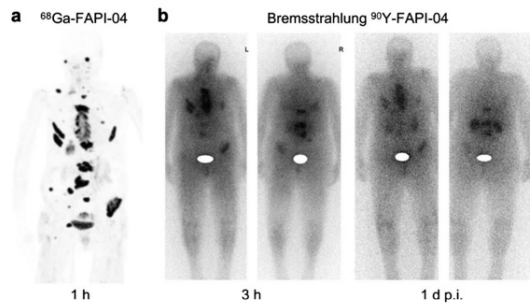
PET maximum-intensity projection of a patient with metastasized breast cancer 1 h after administration of 270 MBq of ^{68}Ga -FAPI-04. Robust uptake is seen in metastases (a). Bremsstrahlung images showing uptake at 3 h and even 1 day after treatment with ^{90}Y -FAPI-04 in same patient (b).
